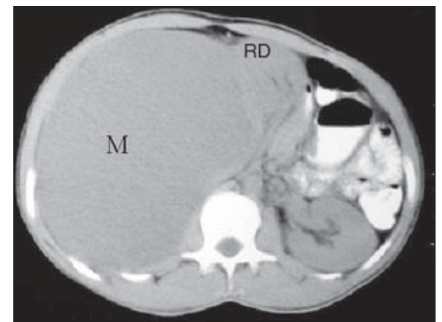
TC sem contraste. Volumosa massa (M) hipodensa localizada junto ao pólo superior do rim direito (RD), deslocando o rim inferior e ântero-medialmente.
